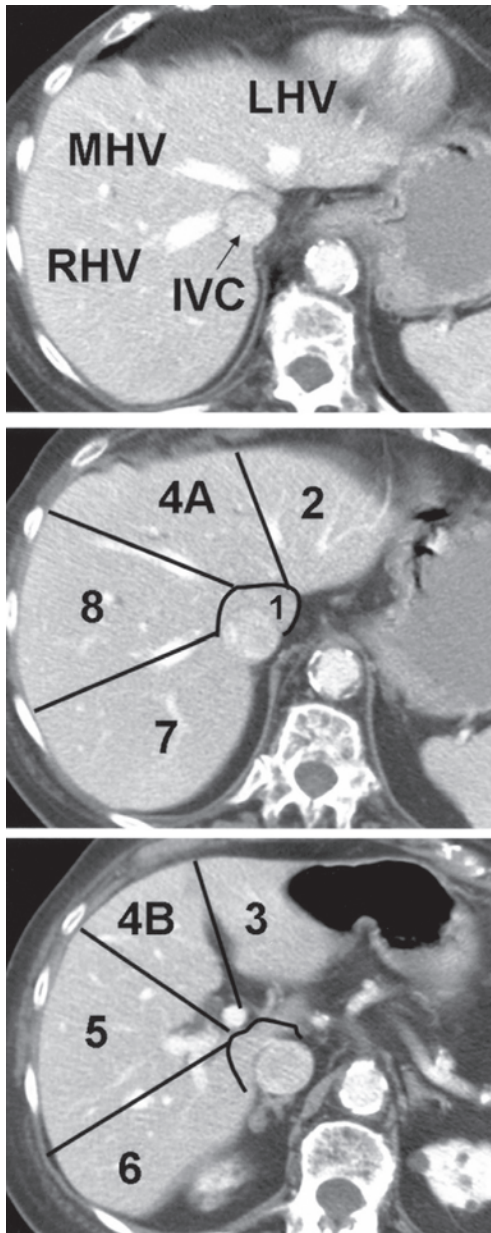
Imágenes por tomografía computarizada (CT) de las venas hepáticas y de los segmentos hepáticos de Couinaud. Las imágenes muestran las tres venas hepáticas y la vena cava inferior (IVC) (imagen superior) así como los segmentos hepáticos de Couinaud (imágenes inferiores). LHV, vena hepática izquierda; MHV, vena hepática media; RHV, vena hepática derecha.
